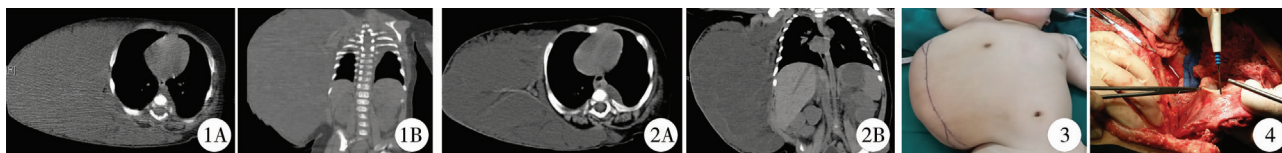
淋巴管瘤沙培林囊内注射术前CT图像 图2 沙培林囊内注射术后复发淋巴管瘤CT图像 图3 淋巴管瘤切口设计 图4 多房性淋巴管瘤
